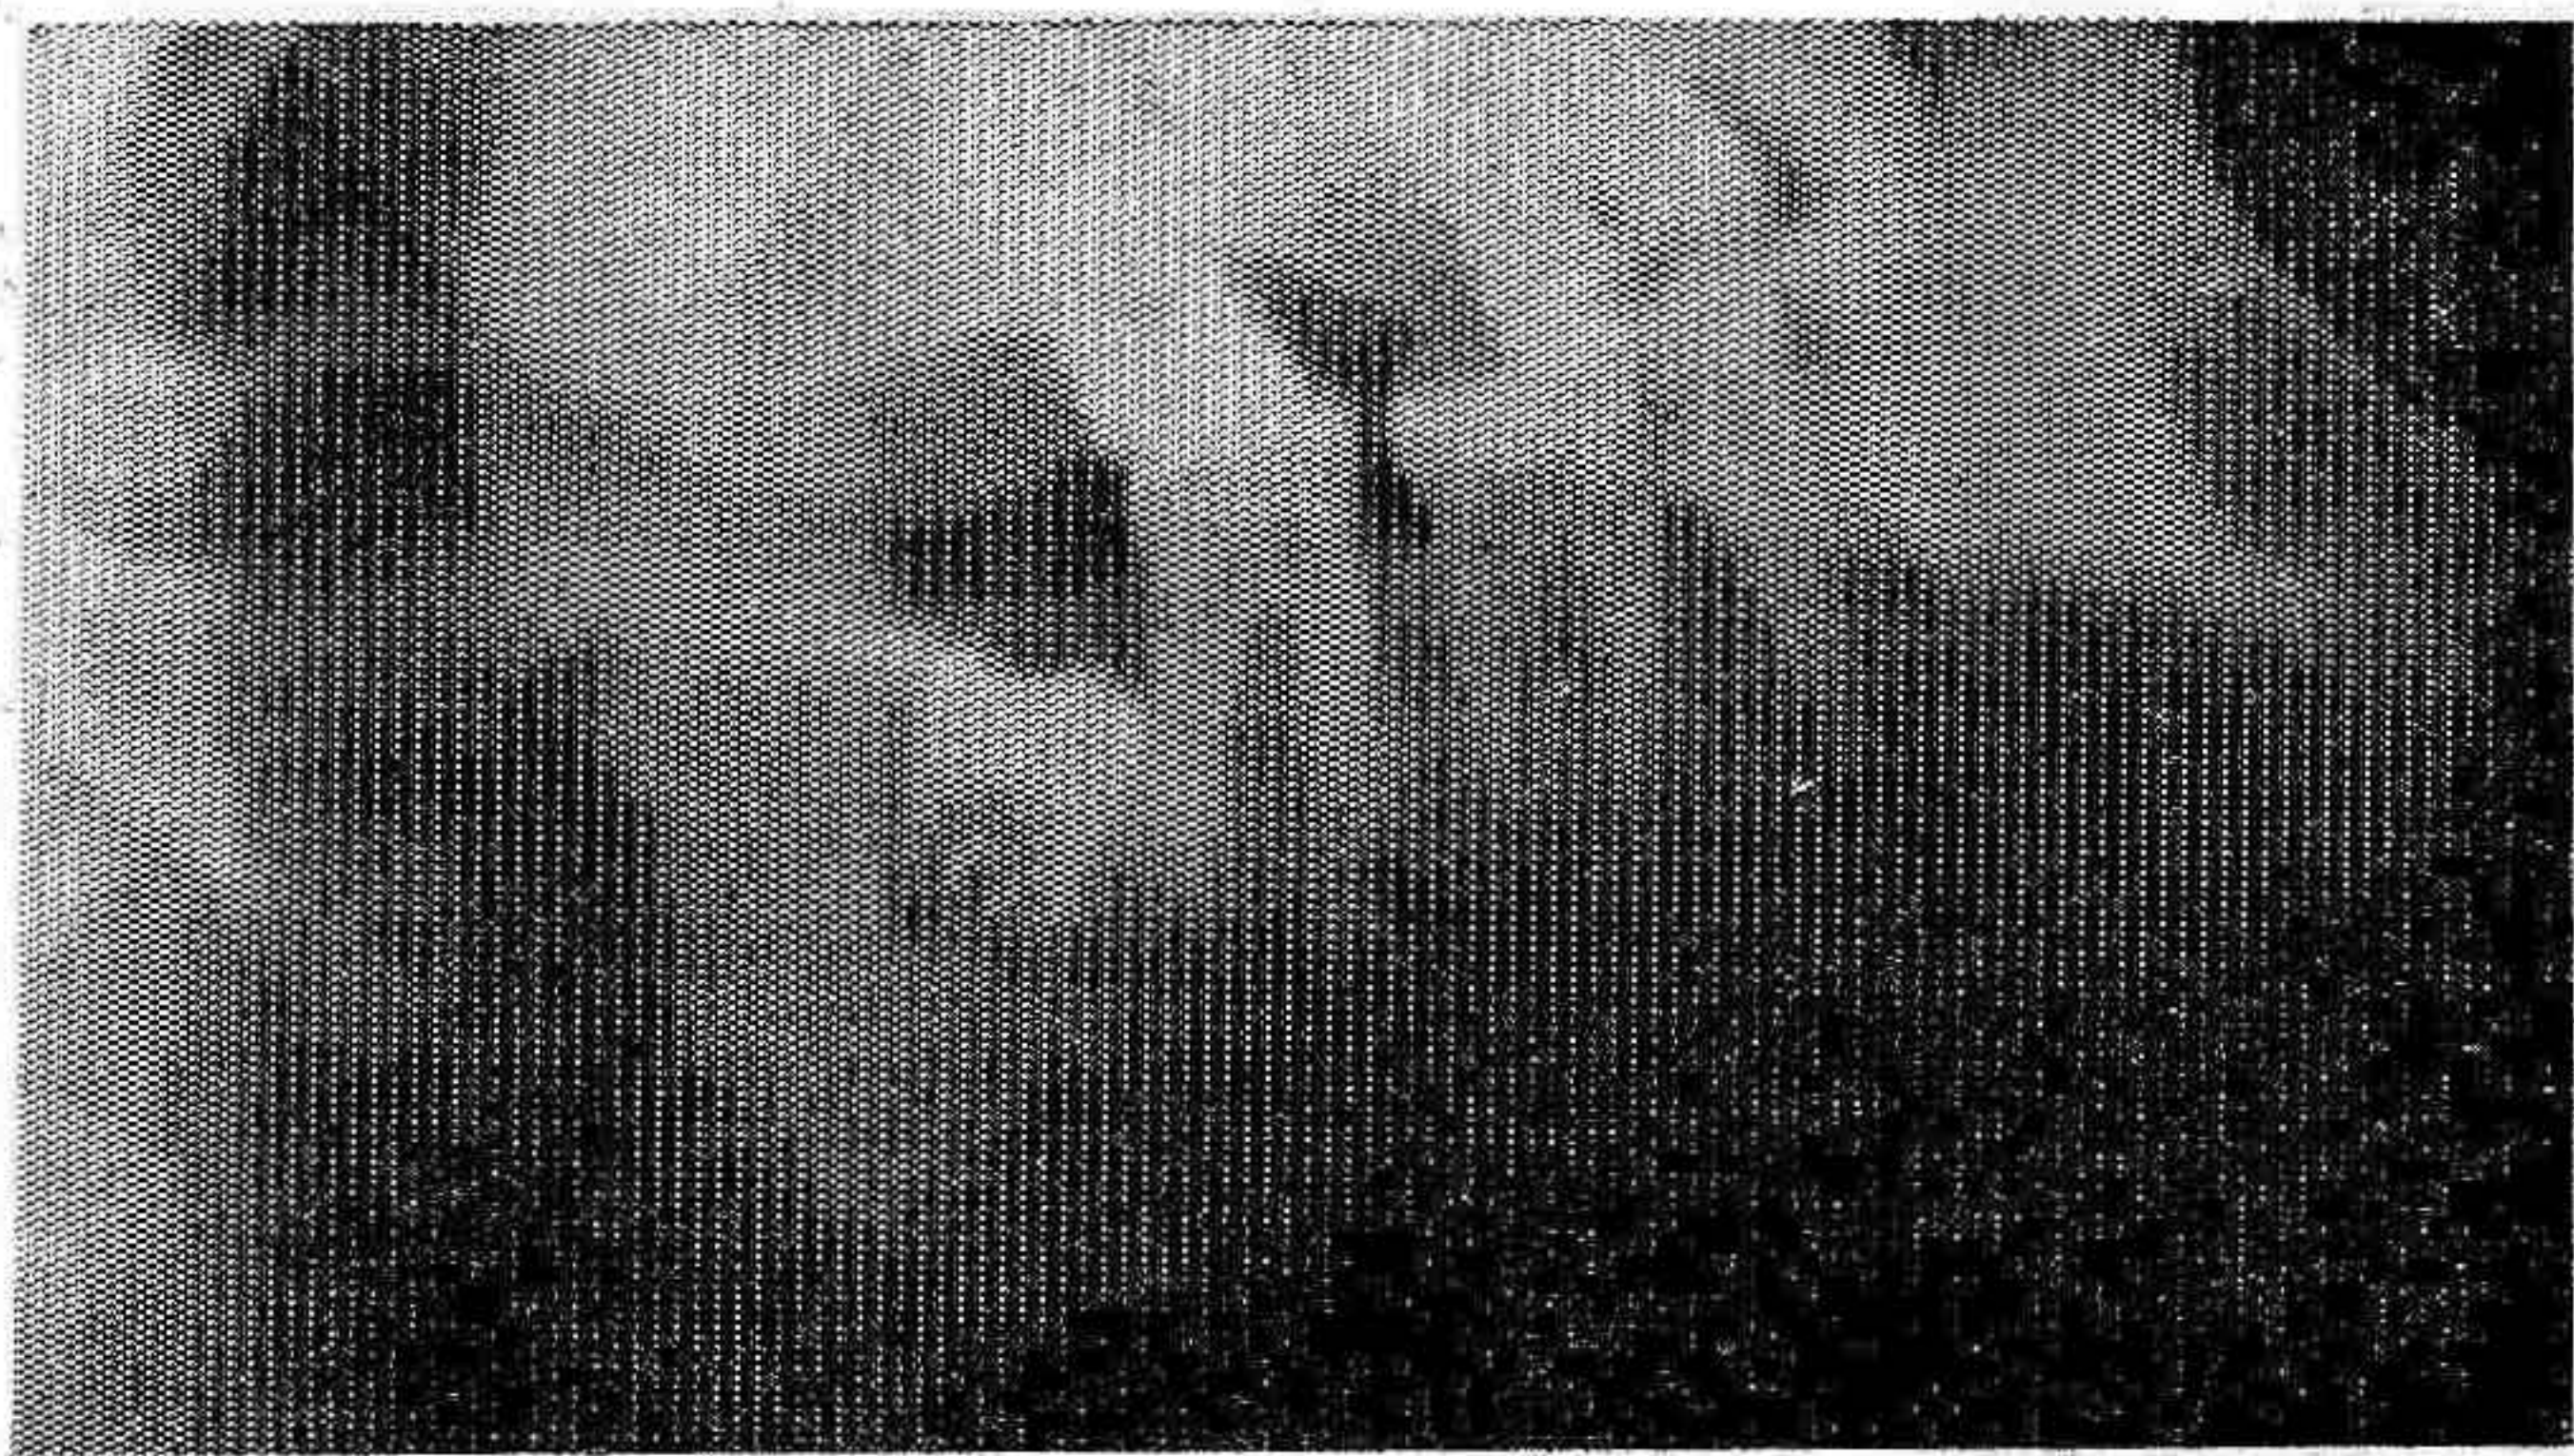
Las flechas indican la línea de fractura de la radiografía superior.
